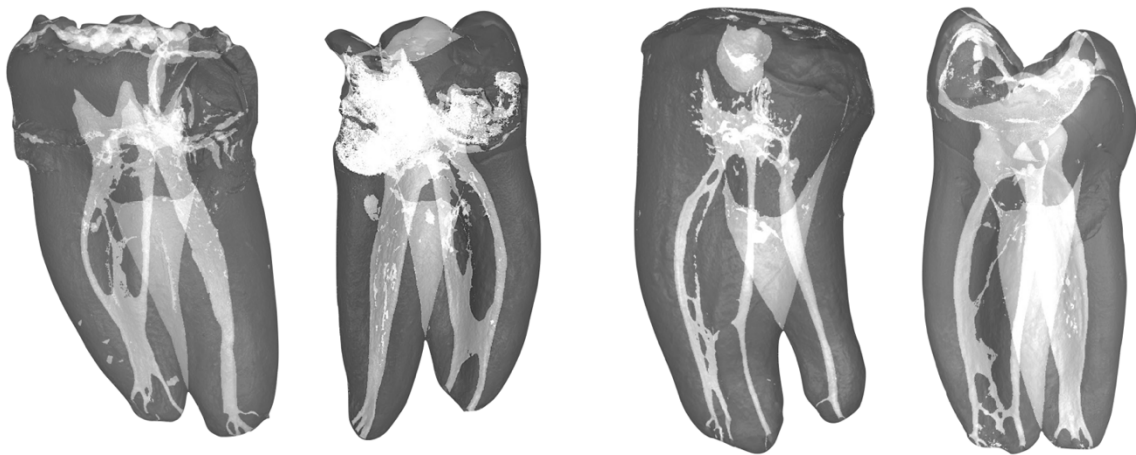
Micro-CT de molares mandibulares que muestra irregularidades anatómicas internas del sistema de conductos.
